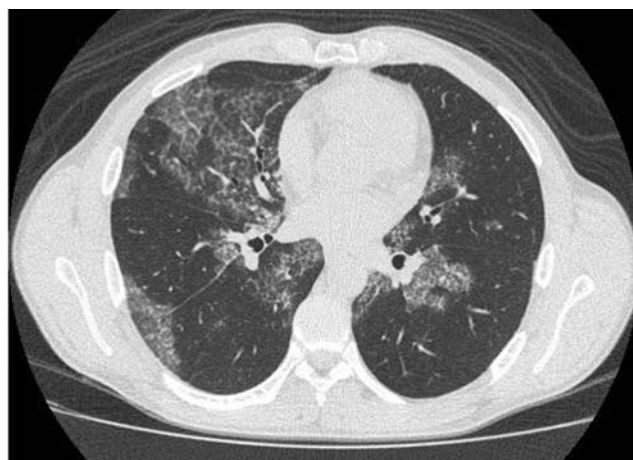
Фрагменты компьютерной томограммы больного Б. Выявляются 2-сторонние зоны "матового стекла" с утолщением в них междольковых перегородок, четко отграниченные от интактной легочной паренхимы.
